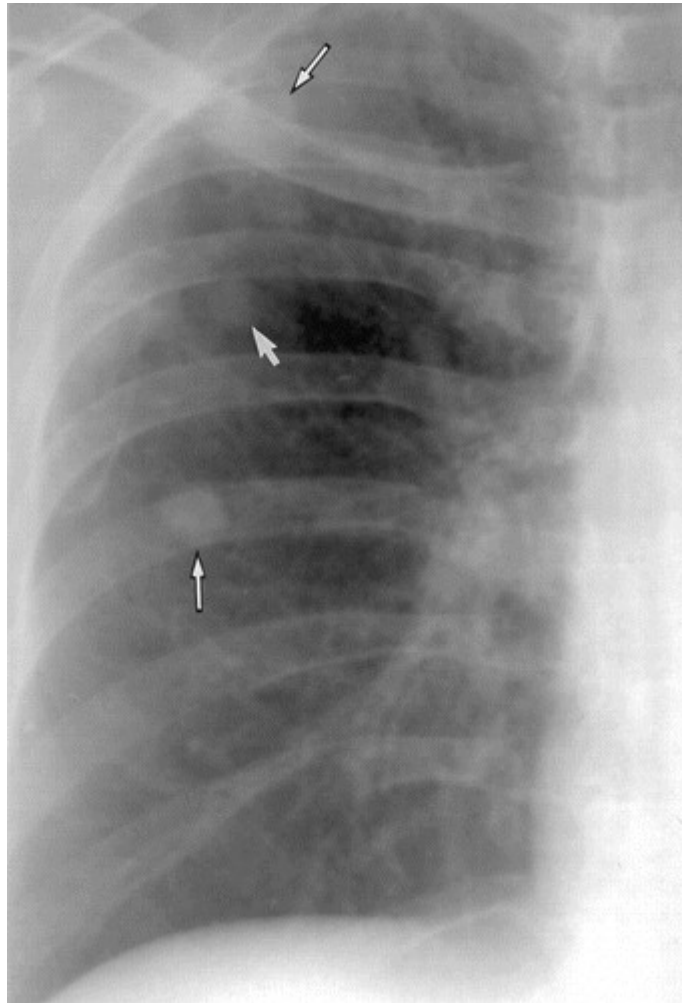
Radiographie frontale d'un poumon droit présentant des nodules tuberculeux [81]
